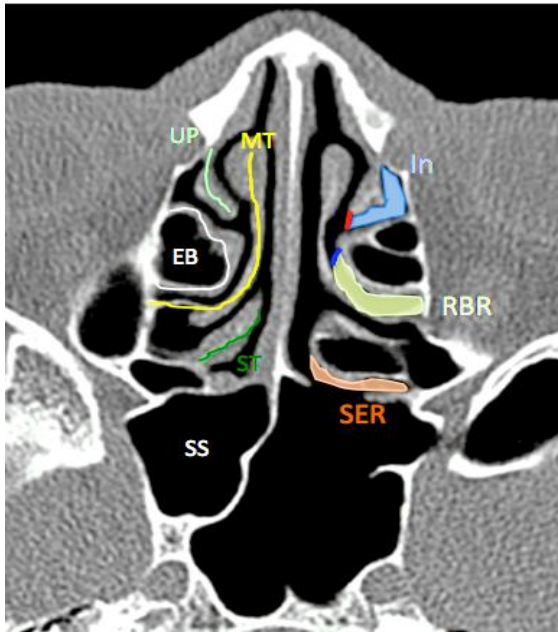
TC axial que muestra las relaciones de varias estructuras, hendiduras y espacios. Hiato semilunar (línea roja), apófisis unciforme (UP), cornete medio (MT), bulla etmoidal (EB), cornete superior (ST), seno esfenoidal (SS), infundíbulo etmoidal (In), receso retrobulbar (RBR), receso esfenoetmoidal (SER)
